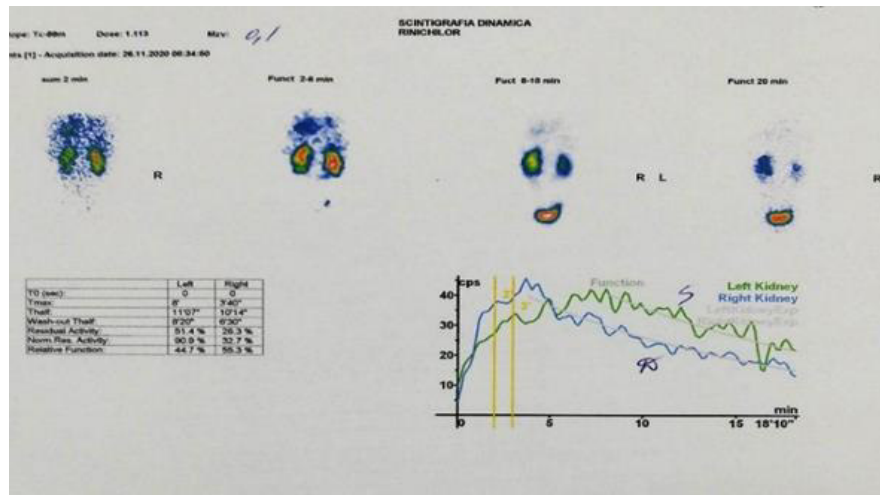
Renoscintigrafia dinamică.
